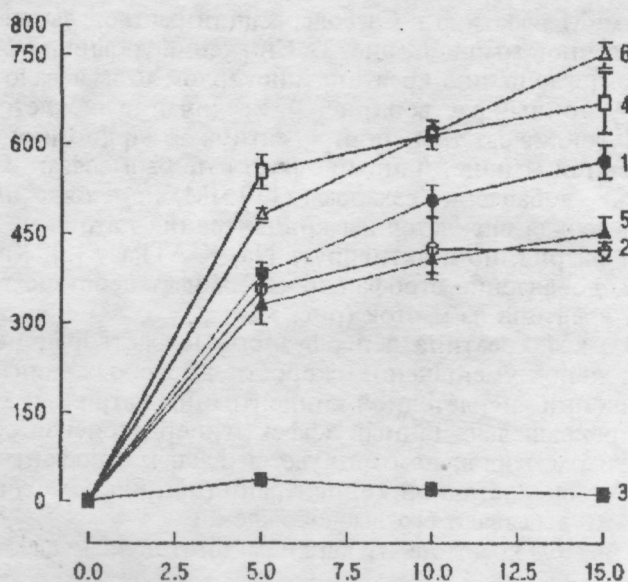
Скорость выхода креатина сердцем при перфузии сердца бескальциевым раствором, содержащим  $100 \text{ мкМ}$  креатина.
